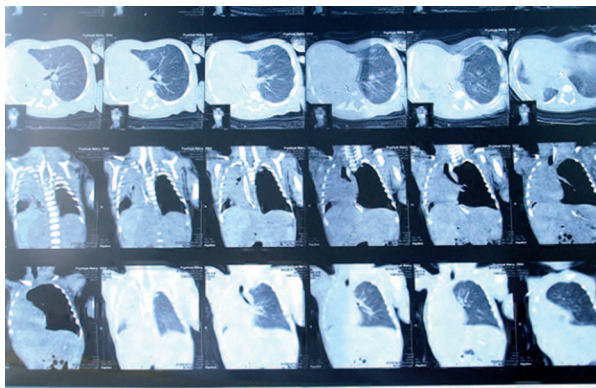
Комп'ютерна томограма органів грудної клітки пацієнта 1. Добре проглядається герніація емфізематозної частки через передне середостіння на контралатеральну половину грудної порожнини.
